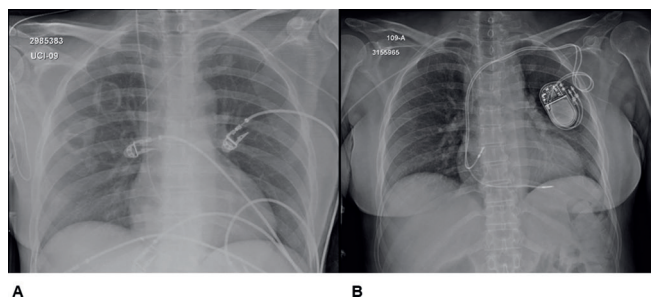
(A) Radiografia do tórax em exposição PA mostrando nódulos bilaterais quando da admissão à unidade de terapia intensiva cardiovascular. (B) Radiografia do tórax em exposição PA mostrando a localização do marca-passo.
